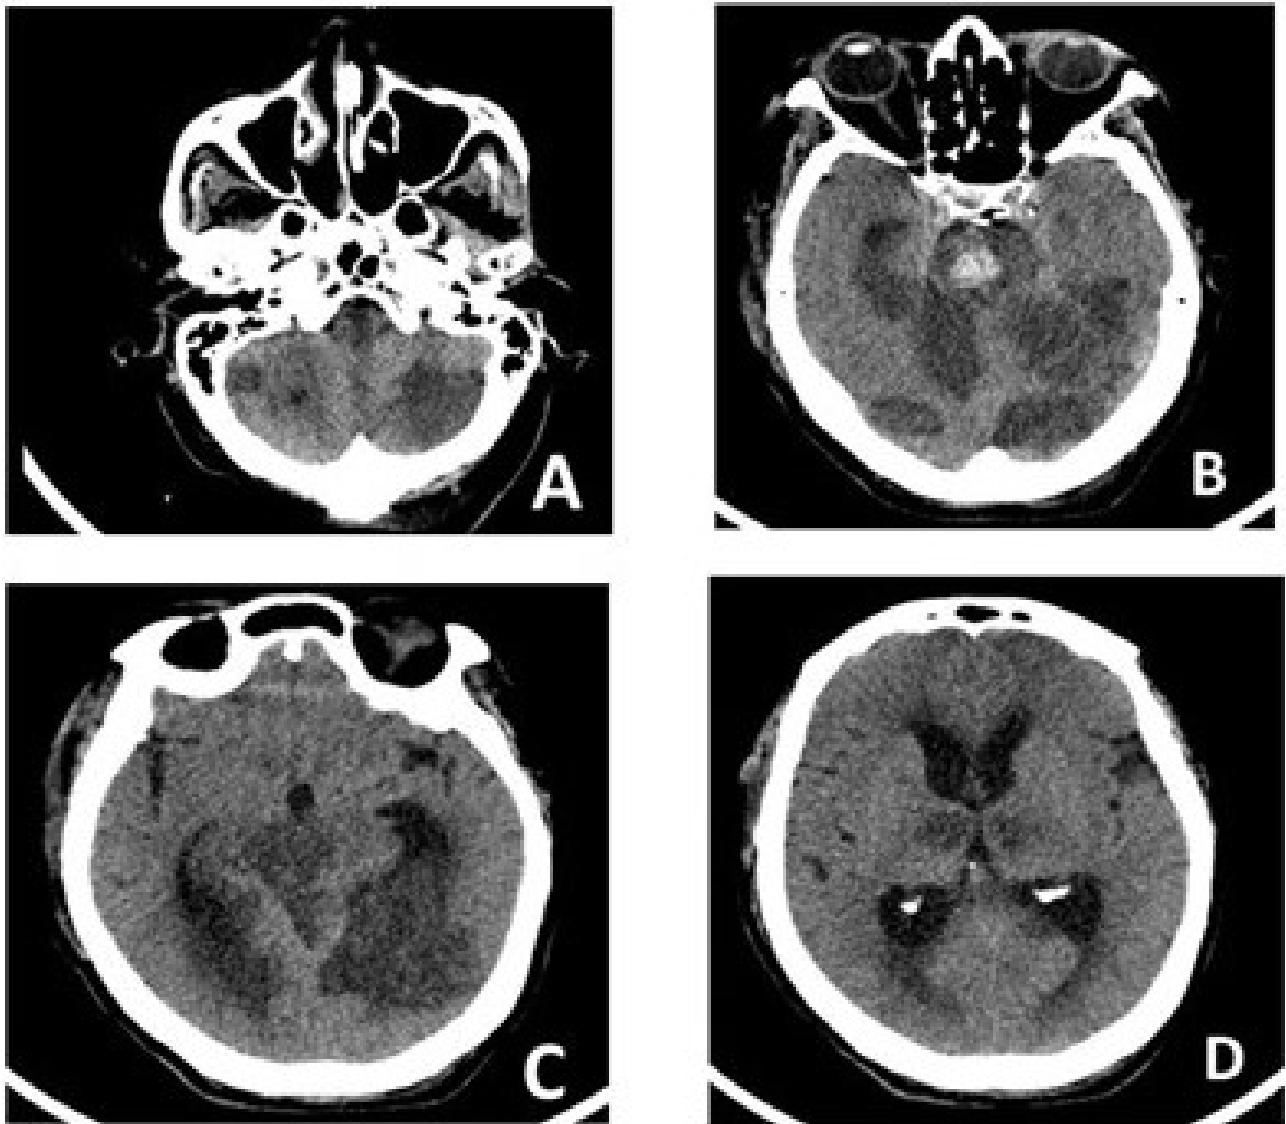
Tomografía de cráneo simple; cortes transversales que muestran infarto cerebral en los siguientes territorios: A) arterias cerebelosas bilaterales, B) pontina, C) Mesencefálica y D) talámica bilateral. También se muestra hemorragia pontina en B)
